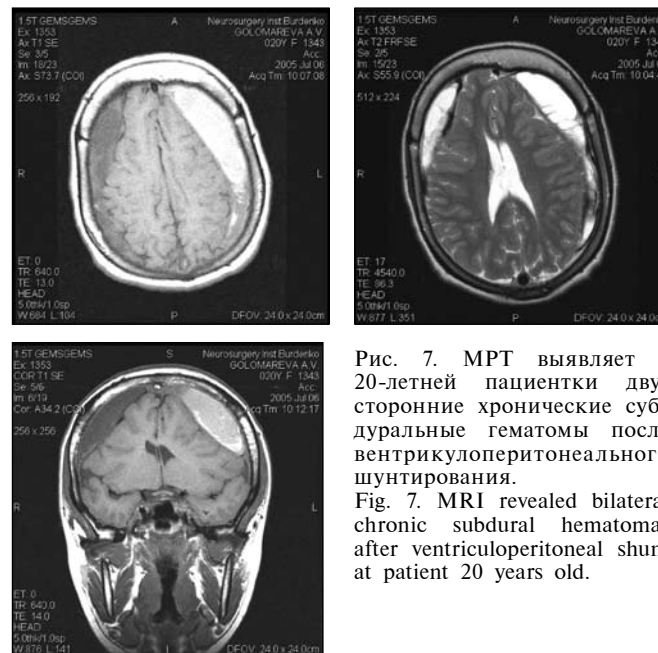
МРТ выявляет у 20-летней пациентки двусторонние хронические субдуральные гематомы после вентрикулоперитонеального шунтирования.
